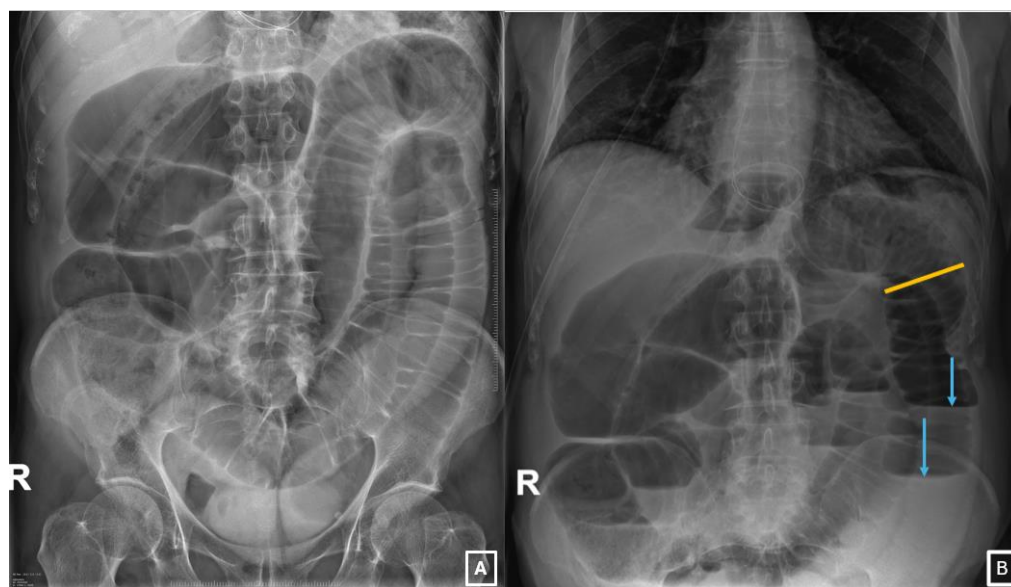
1A, radiografía abdominal AP en decúbito que muestra dilatación de asas de intestino delgado (con válvulas conniventes). 1B, radiografía abdominal en bipedestación que muestra dilatación proximal del intestino delgado, con un diámetro transversal > 3 cm (línea naranja) y asas intestinales distales no dilatadas. Se observan niveles hidroaéreos (flechas celestes). Servicio de Radiodiagnóstico Complejo Asistencial de Zamora.
